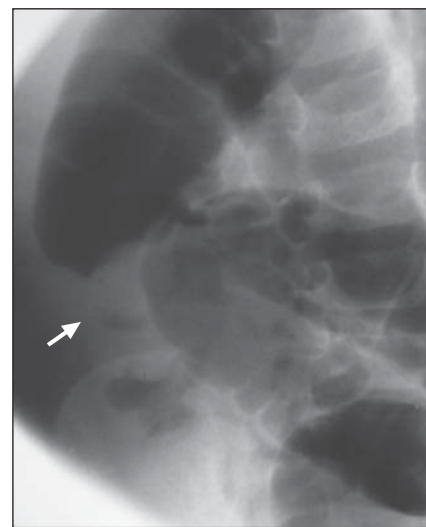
Radiografia localizada do quadrante inferior direito evidenciando o *“sinal do alvo”* (seta), caracterizado por anéis incompletos de radiotransparência na topografia da intussuscepção (gordura mesentérica).
